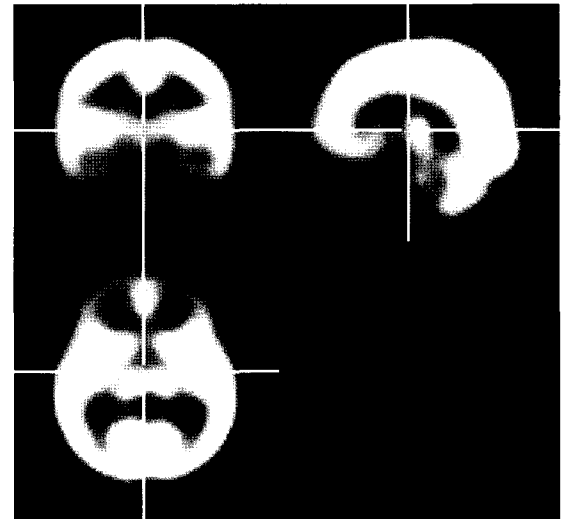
$^{99m}\text{Tc}$ -ECD SPECT template image of Korean children (2~6 years).
